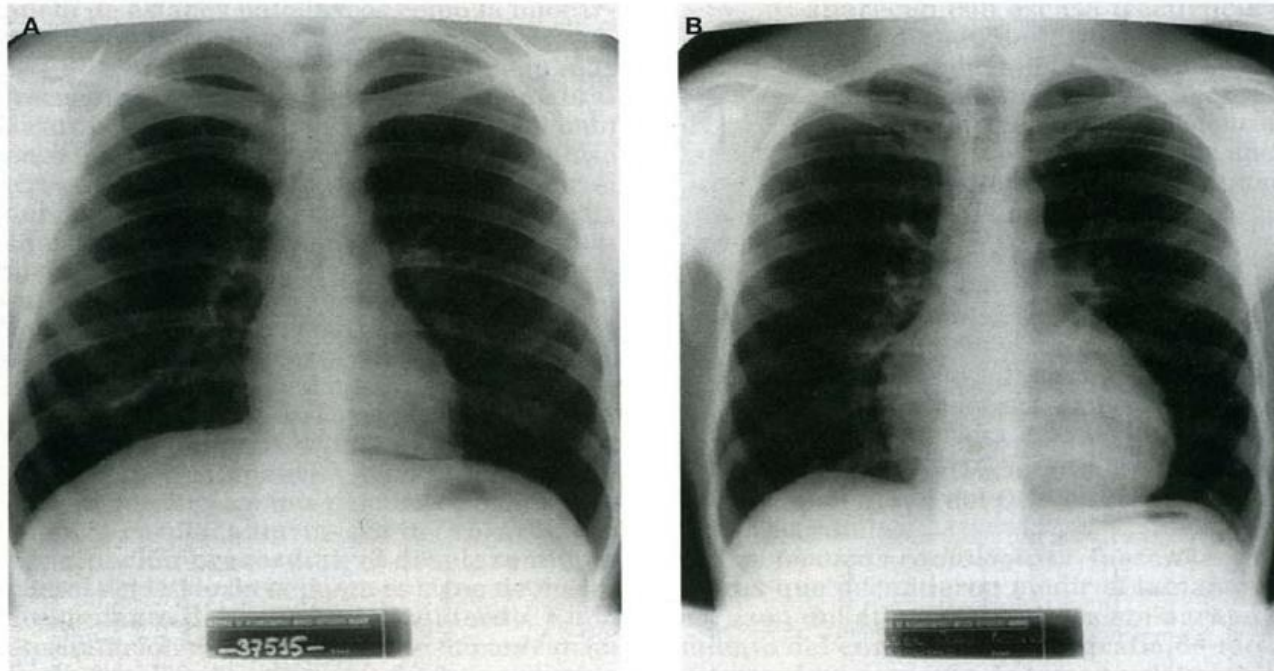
Dos radiografías de tórax, en las que se aprecia la diferencia de tamaño entre las siluetas cardíacas de un sujeto sedentario (A) y un ciclista (B).
